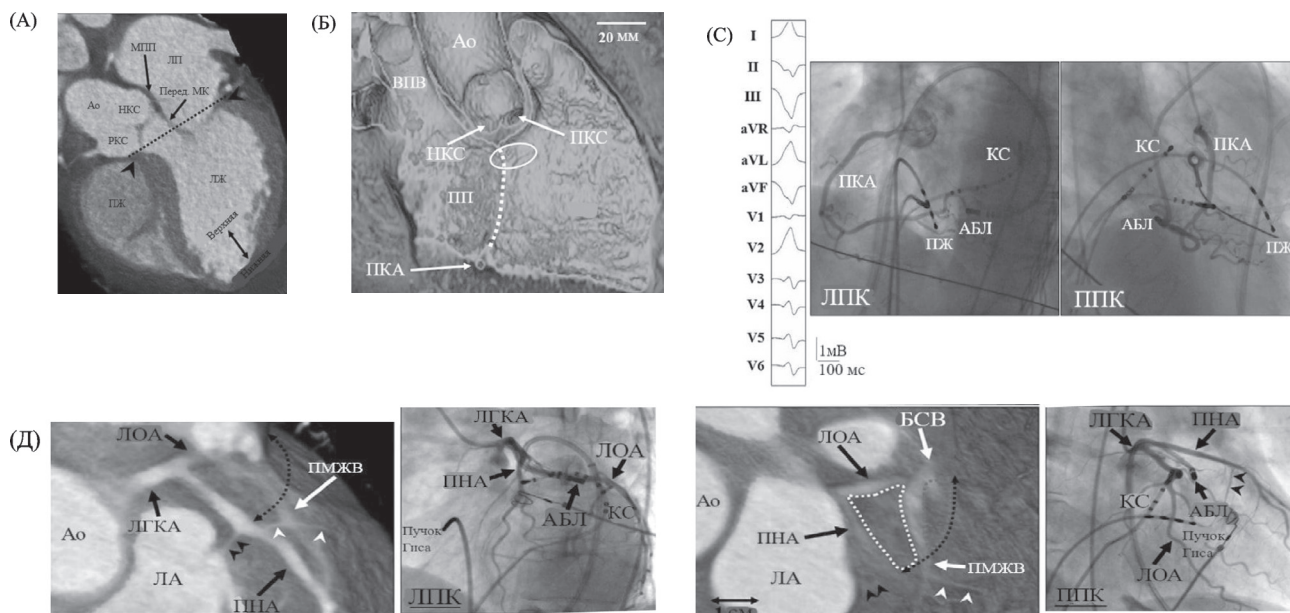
(А) Двухмерные изображения компьютерной томографии (КТ), показывающие взаимосвязь между миокардом желудочка и створками синуса аортального клапана. Кончики курсоров указывают на верхний край миокарда желудочка, соединяющийся с левой и правой коронарными створками, а пунктирная линия – желудочково-артериальное соединение (отверстие левого желудочка). Перед., передняя часть; Ао – аорта; МПП – межпредсердная перегородка; Л – левая коронарная створка; ЛП – левое предсердие; ЛКА – левая коронарная артерия; МК – митральный клапан; ПКС – некоронарная створка; П – правая коронарная створка.
